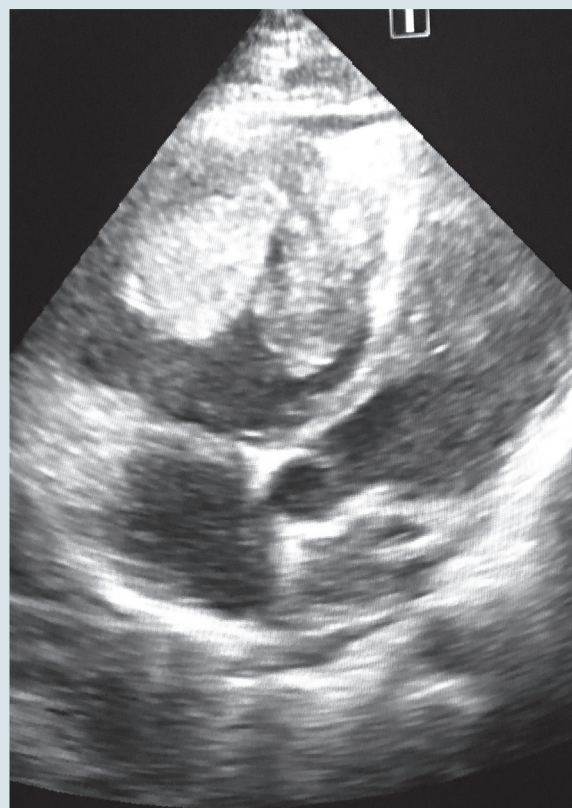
Данные эхокардиографии. Опухоль в полости правого желудочка
